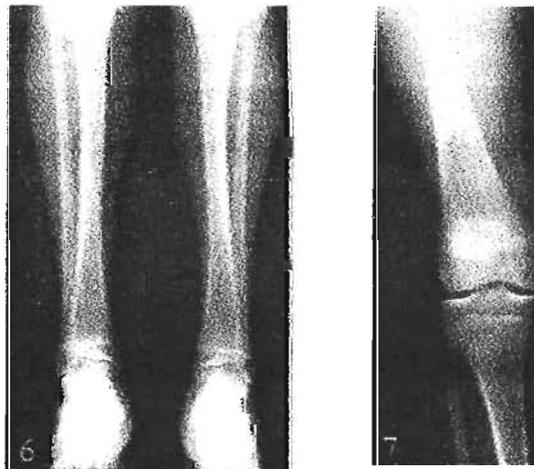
En la radiografía se observan las extremidades cortas y en forma un poco de "X".⁴⁶
